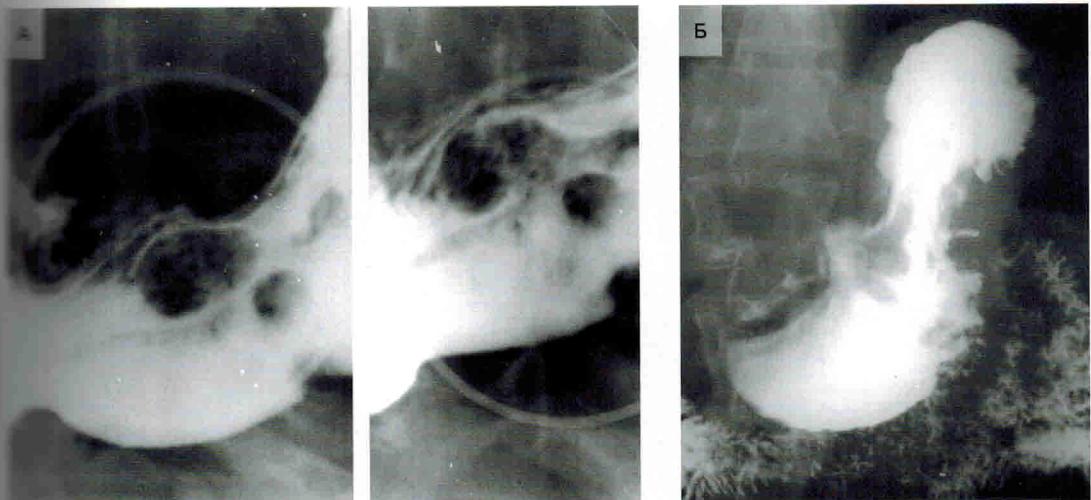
Рентгенограмма желудка. Симптом «Дефект наполнения».
